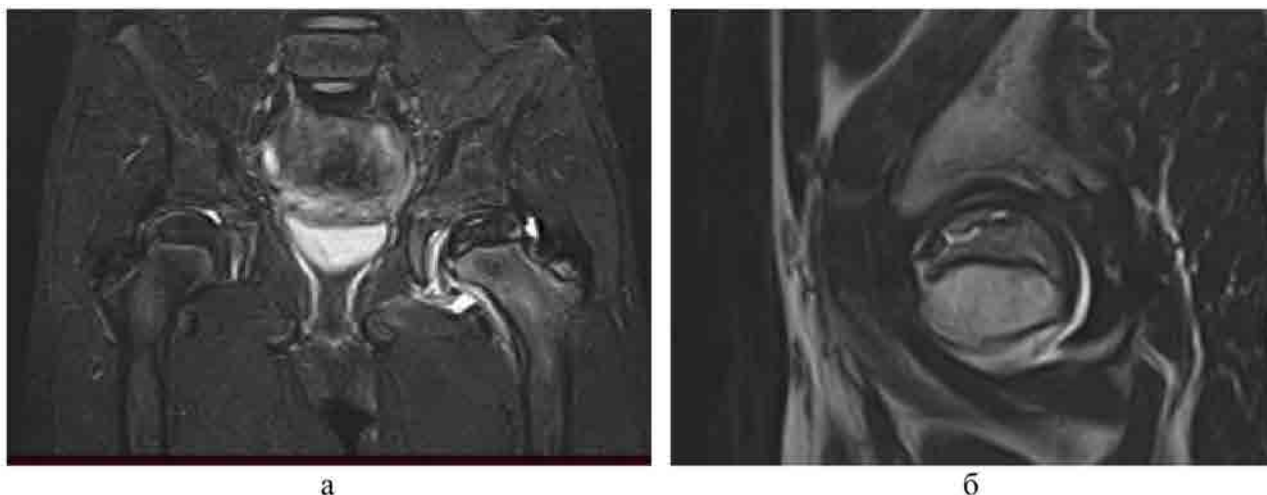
МР-томограммы пациента 12 лет с АН головки левой бедренной кости; а – STIR, COR.: трабекулярный отек метафиза бедренной кости, выпот в суставе; б – STIR, SAG: фрагментация эпифиза бедренной кости
